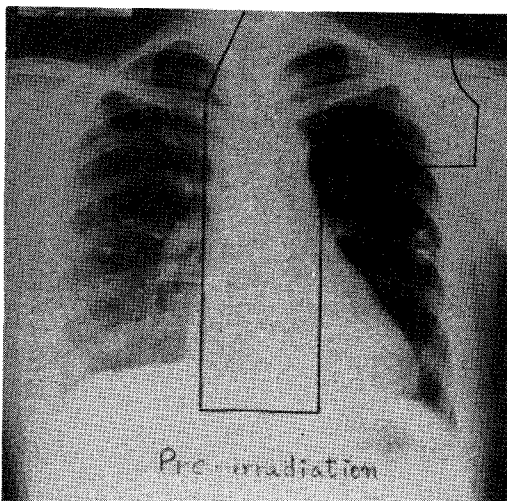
Chest X-ray of breast cancer patient with solid line drawn for irradiation field.
